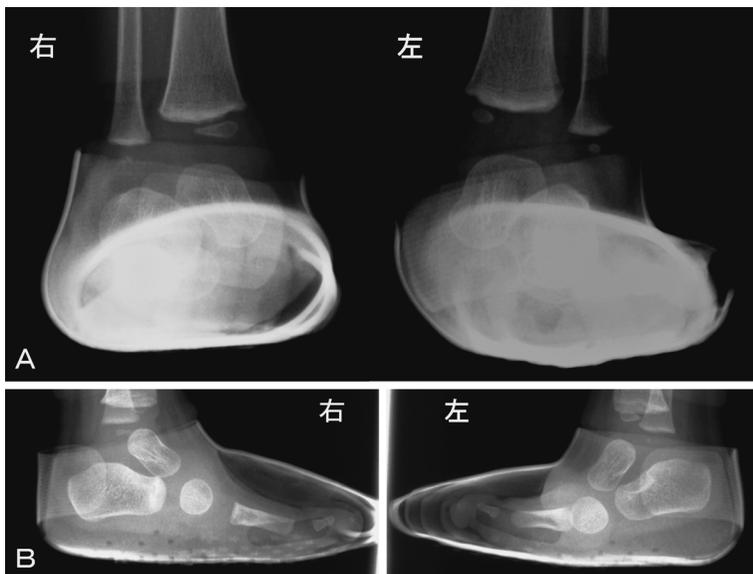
義足使用(2歳)時の荷重時単純X線足関節像
